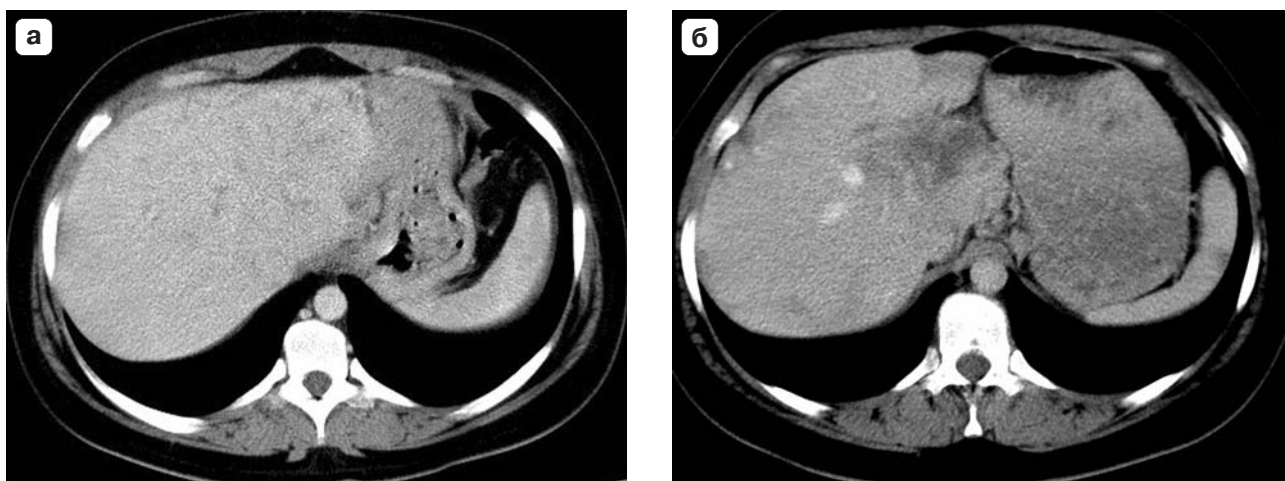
Компьютерная томограмма больного ГЦР. а – до химиоэмболизации, б – после 4 процедур химиоэмболизации.
